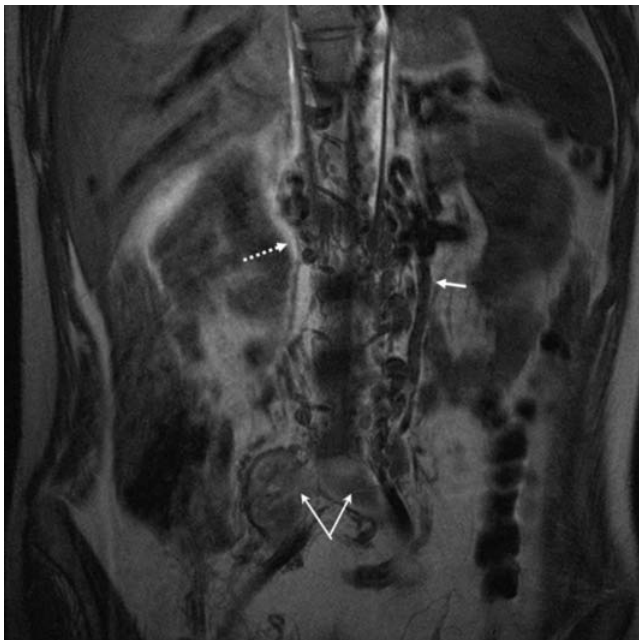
Corte coronal de la resonancia magnética nuclear lumbosacra. Flechas en "V": trombosis venosa profunda a nivel de ilíacas comunes. Flecha punteada: importante circulación venosa colateral lumbar. Flecha corta: ingurgitación de la vena hemiázigos.
